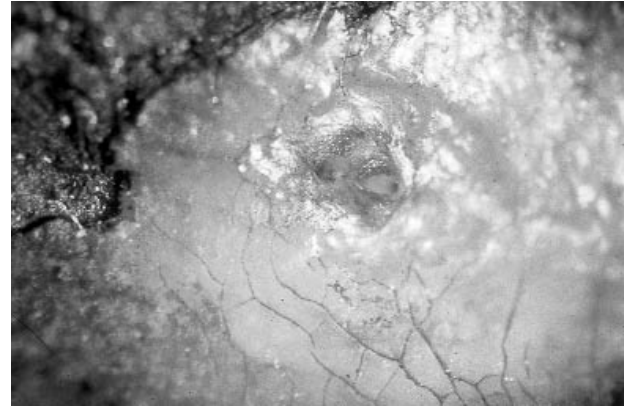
Muestra n° 14. Superficie periapical en cráter.
